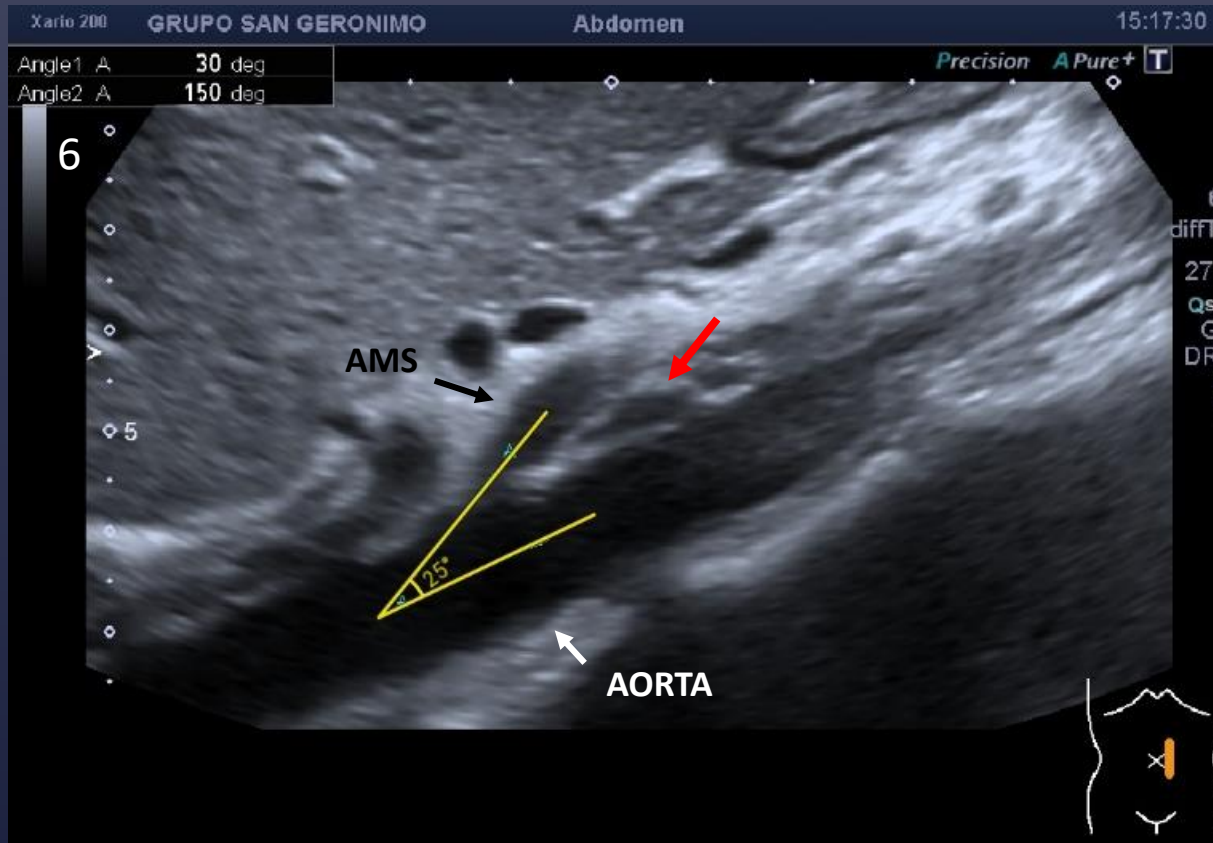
ECOGRAFIA DE ABDOMEN, CORTE LONGITUDINAL DE ARTERIA MESENTÉRICA SUPERIOR (AMS) Y AORTA. Flecha Roja: Vena renal izquierda comprimida. Ángulo aórtico-AMS: 25° .
